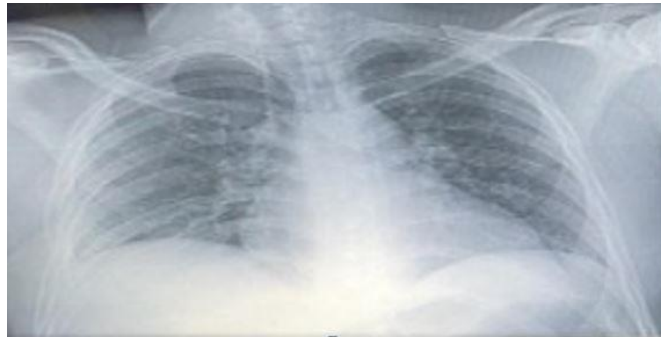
Radiografía de tórax con patrón reticular inflamatorio bilateral.
